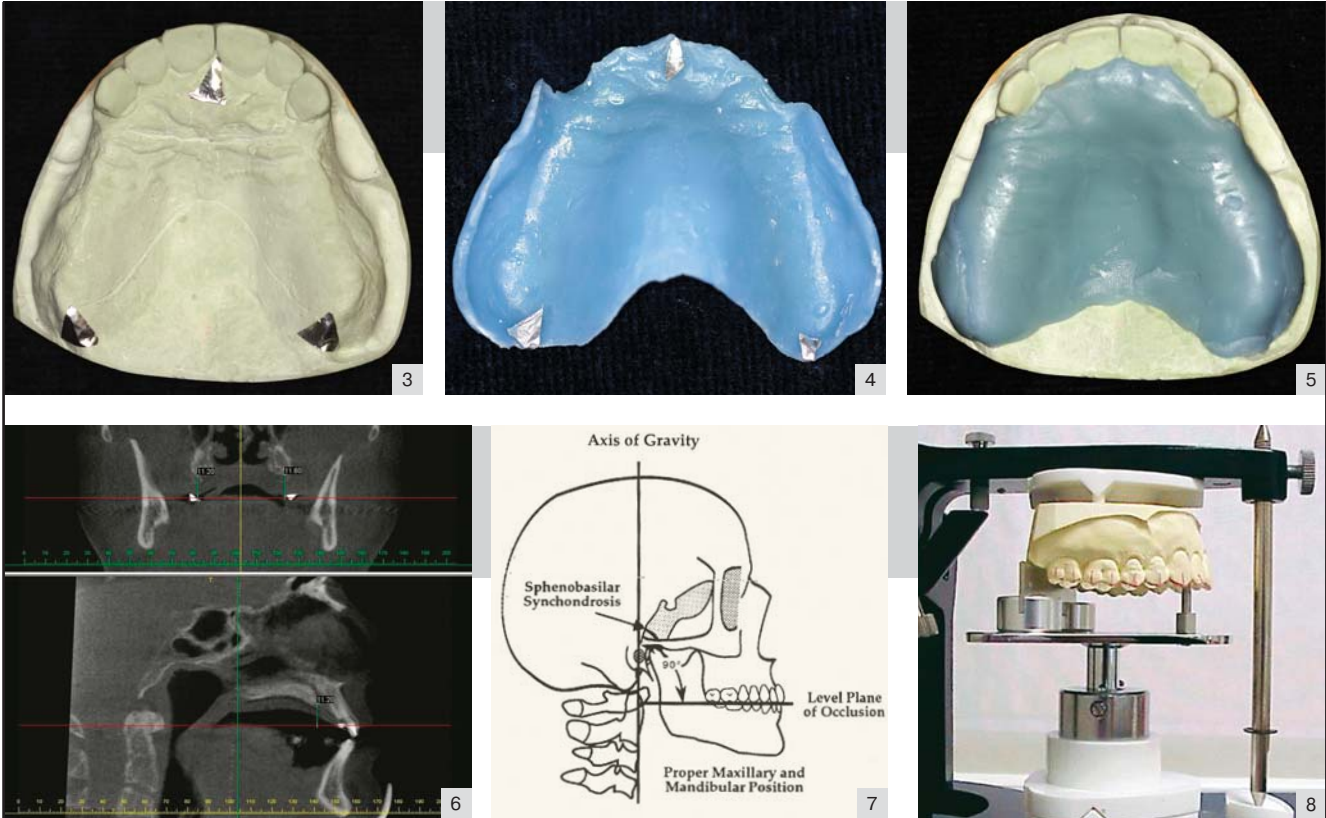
Положение металлических отметок НР-плоскости и пластмассовая пластинка с этими отметками, которую пациенты носили при рентгенологических исследованиях.
